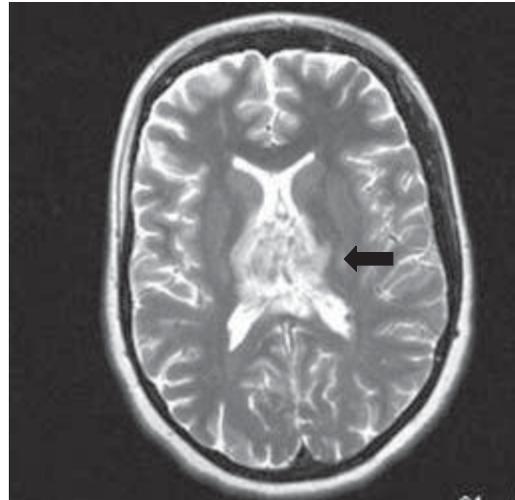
Ressonância magnética de crânio em axial T2 demonstrando hipersinal heterogêneo em tálamo bilateral, sugestivo de infarto venoso.
